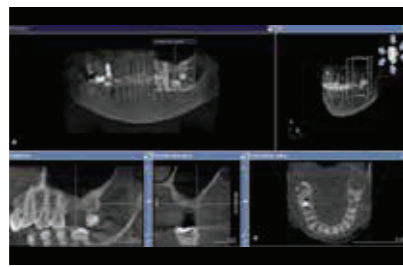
#26번 치아의 골 높이가 3-4 mm를 보여주는 CBCT 분석.
